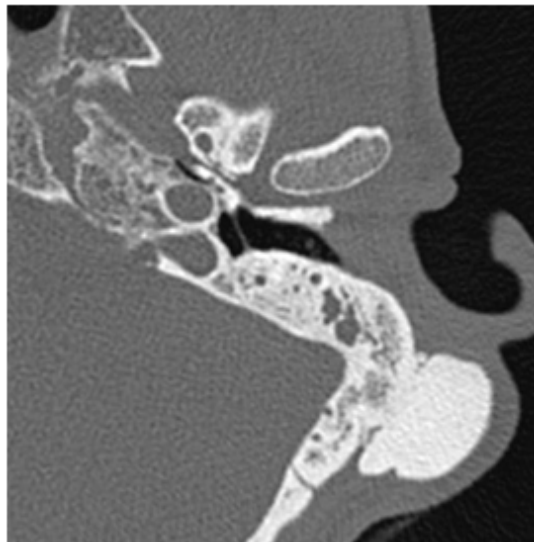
An axial view of the temporal bone high resolution computed tomography shows that a relatively well margined and round calcific mass is observed at the left mastoid bone with soft tissue density in the left mastoid air cells.
